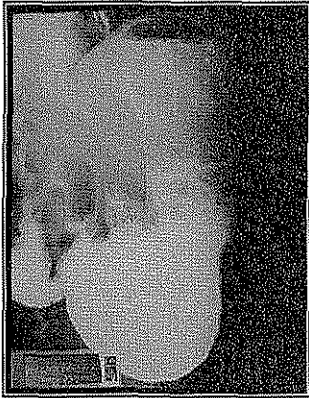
Radiografía de paciente con Síndrome MNGIE obtenida durante una SEGDTI, en la que puede apreciarse dilatación gástrica y abundante residuo alimentario, a pesar de 12 horas de ayuno.
